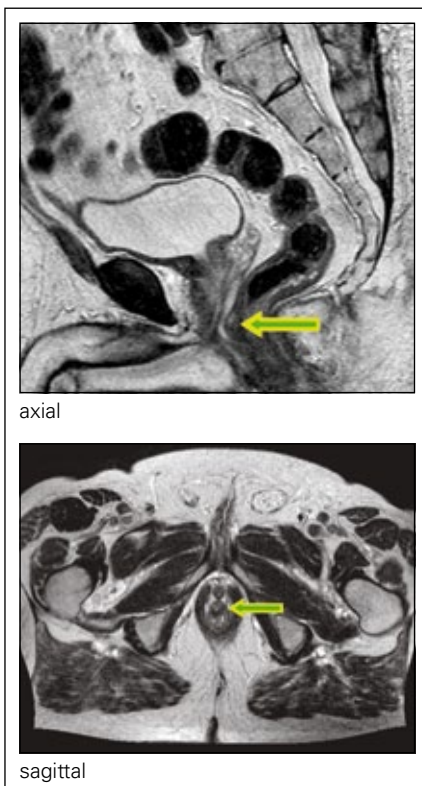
MRT axial und sagittal 11/2012 (T2-Gewichtung)
